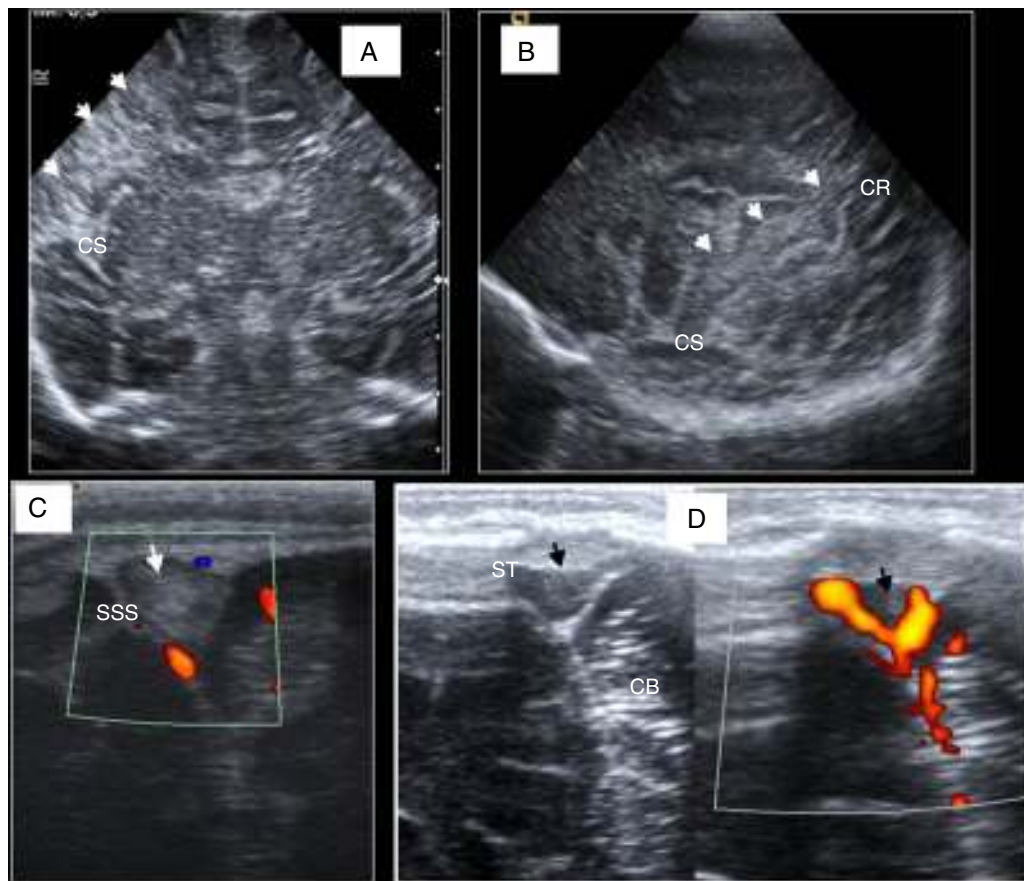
Recién nacido a término con convulsiones. A) Plano coronal. Hiperecogenicidad corticosubcortical y borrosidad de surcos en relación con infarto en territorio de cerebral media derecha (flechas). B) Visión parasagital del mismo infarto suprasilviano y perirrolándico. Cisura de Silvio (CS) y de Rolando (CR). C) Trombosis de seno sagital superior (SSS). D) Trombosis de seno transverso derecho con signo ecográfico Doppler del "delta vacío". ST: seno transverso; CB: cerebello.
